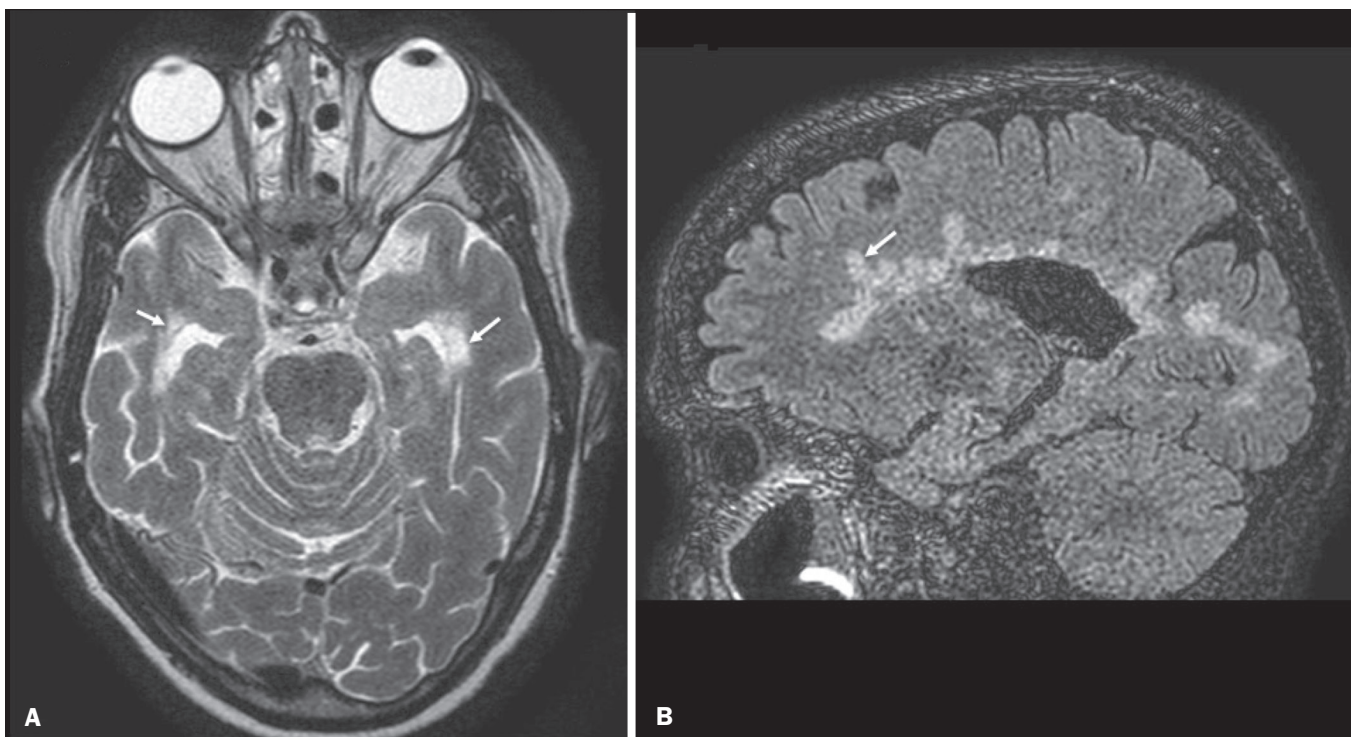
Esclerose múltipla. A: Axial T2 com áreas de hipersinal periventricular e subcortical nos lobos temporais. B: Sagital FLAIR demonstrando os “dedos de Dawson”.
